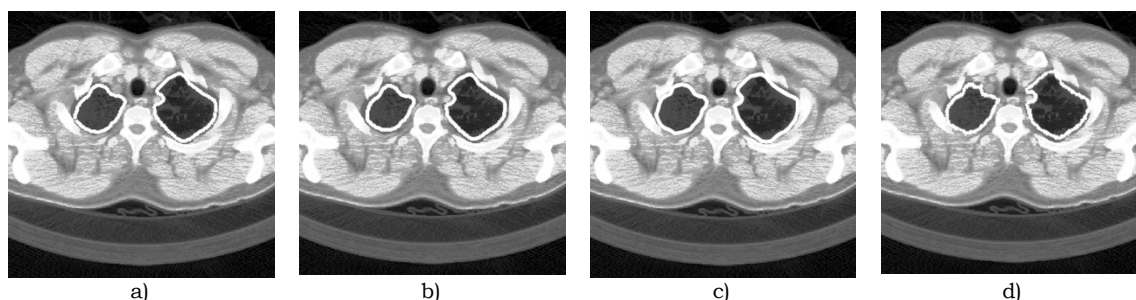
Imagem equalizada de TAC da região pulmonar superior (apex), com os contornos: a) b) e c) obtidos pelos Métodos Rápido, com Separação de Pulmões e Contornos Activos, respectivamente; d) de referência.
